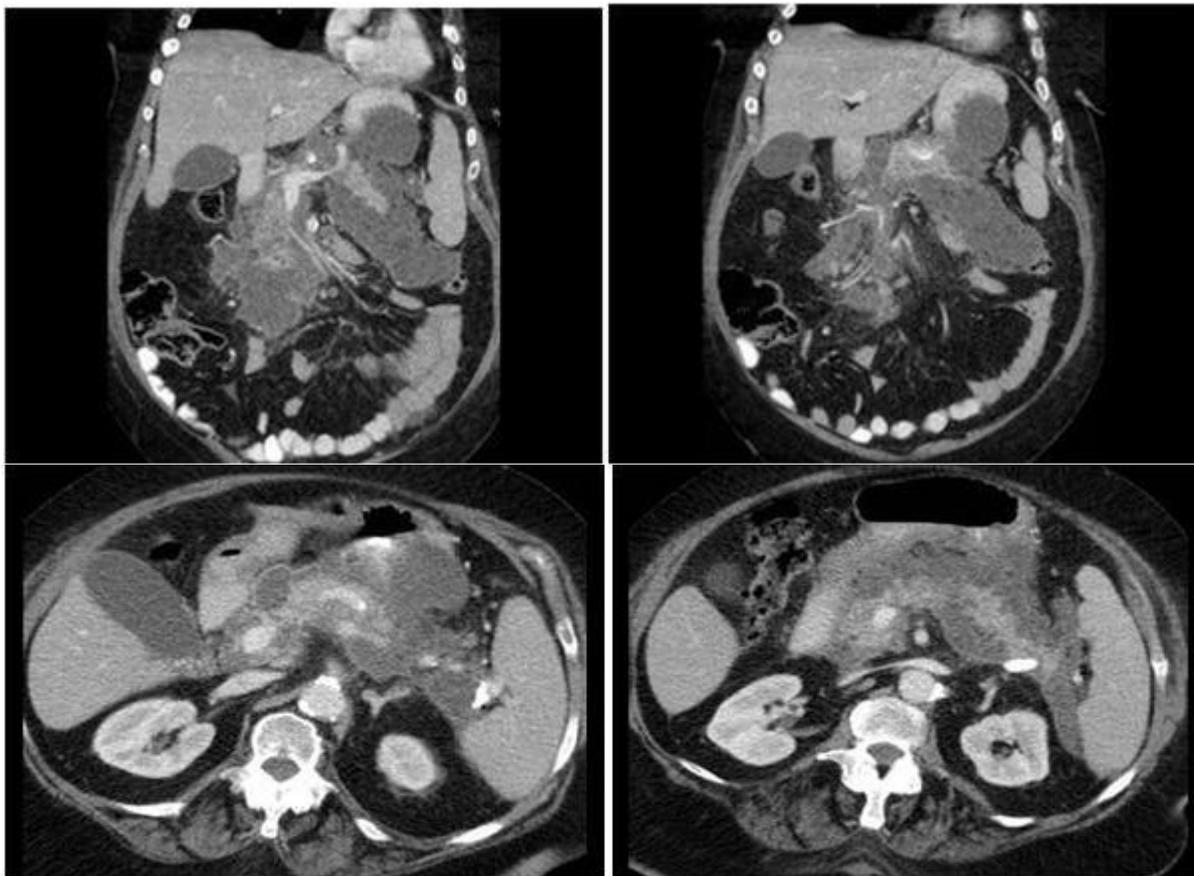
МСКТ-сканирование в аксиальной и фронтальной проекциях Панкреонекроз и скопления жидкости
